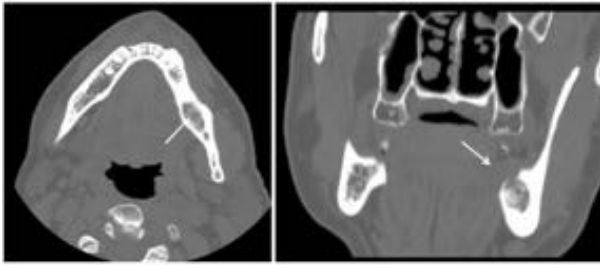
TAC corte axial y reconstrucciones. Paciente con antecedentes de cáncer prostático y múltiples metástasis óseas (flechas). Hospital de Mérida (Badajoz).
